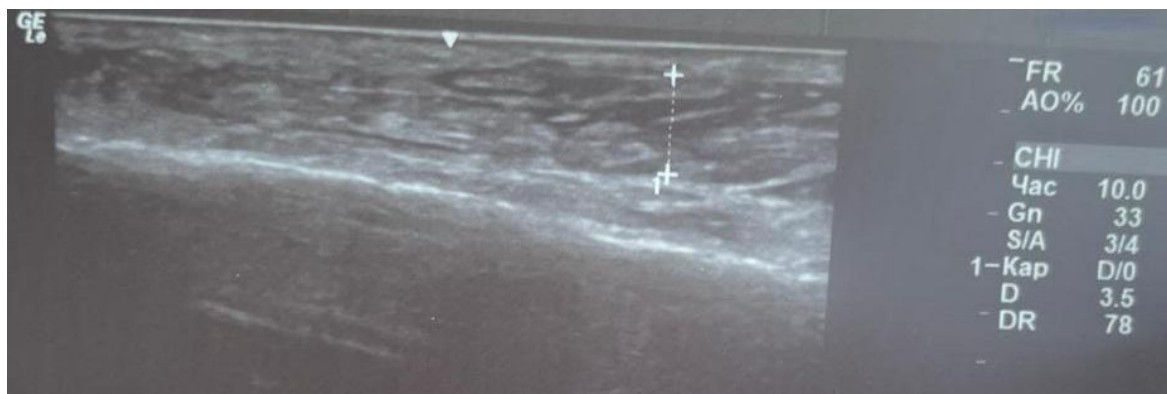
УЗИ мягких тканей стопы (измерение выраженности отека мягких тканей стопы)
